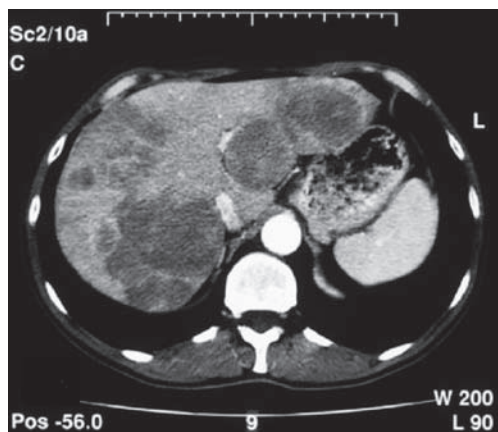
TAC abdominal con presencia de metástasis con comportamiento claramente hipovascular.
